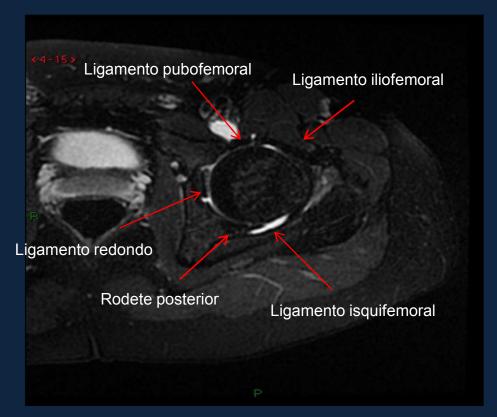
artro-RMN. Secuencia T2 Fat-Sat, axial
